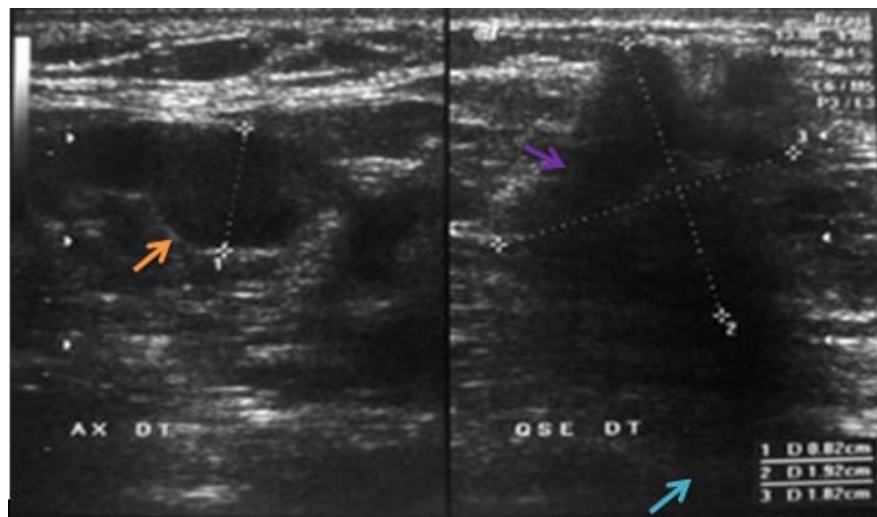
Masse hypoéchogène, de contours irréguliers (→), s'accompagnant de fortes atténuations postérieures (→) et d'une adénopathie axillaire droite suspecte (→) (BI-RADS 5 échographique).
